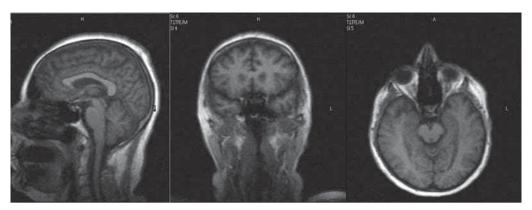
MP-томограммы в трех плоскостях (survey).
